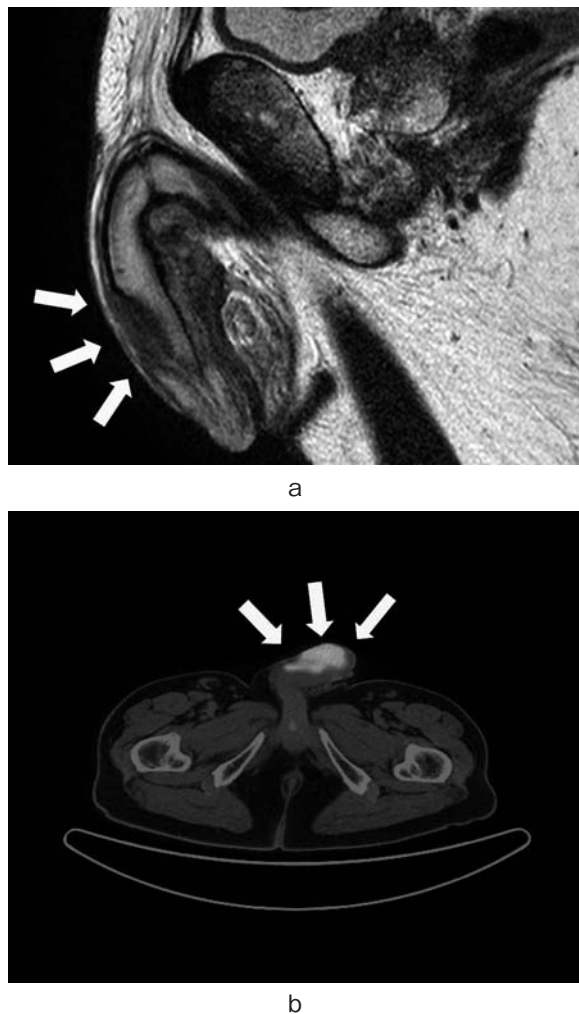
Penile tumor: (a) MRI T2 weighted image shows 27 × 15 × 8 mm low intensity tumor on the right side of the penis. (b) PET-CT shows FDG uptake of the penile tumor.
